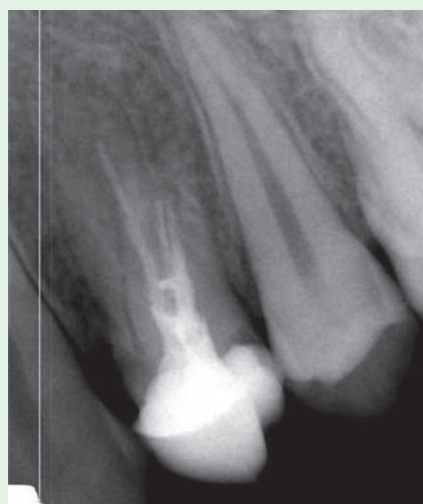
Рентгенограмма зуба 2.4. Первичное радиовизиографическое исследование
